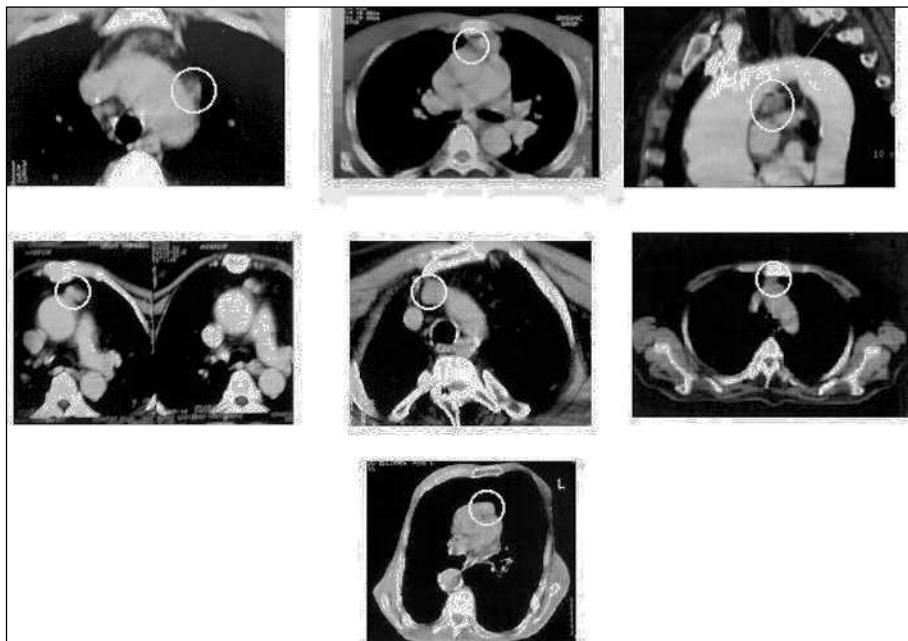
Tomografías computarizadas (TC) de los 7 pacientes con paratiroides patológicas torácicas.
